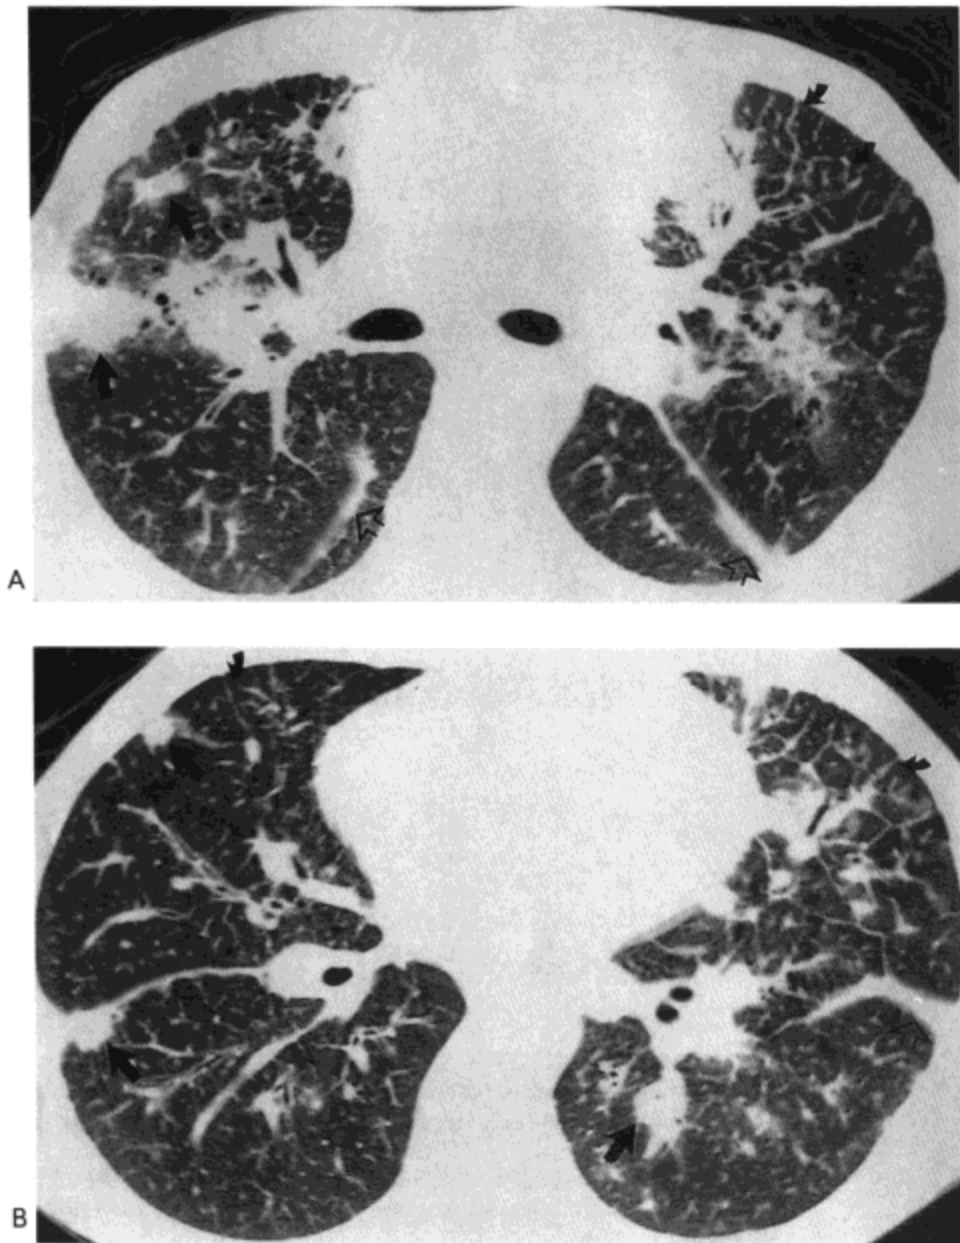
卡波奇肉瘤。主支气管水平(A)与下肺静脉水平(B)高分辨率CT影像(1.5 mm层厚)示双侧肺内边界不规则的结节(大实心箭号)与小叶间隔增厚(小,弯箭号)。同时注意由于少量胸腔积液引起的叶间裂的增厚(空箭号)。病人为一36岁艾滋病的男患者。
